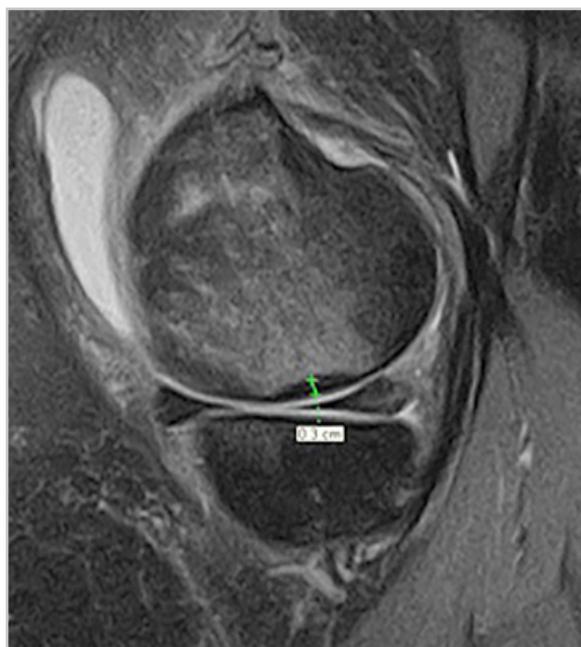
МР-томограмма (PD-FS-ВИ). Гипоинтенсивное «утолщение» при переломе недостаточности (измерено)
